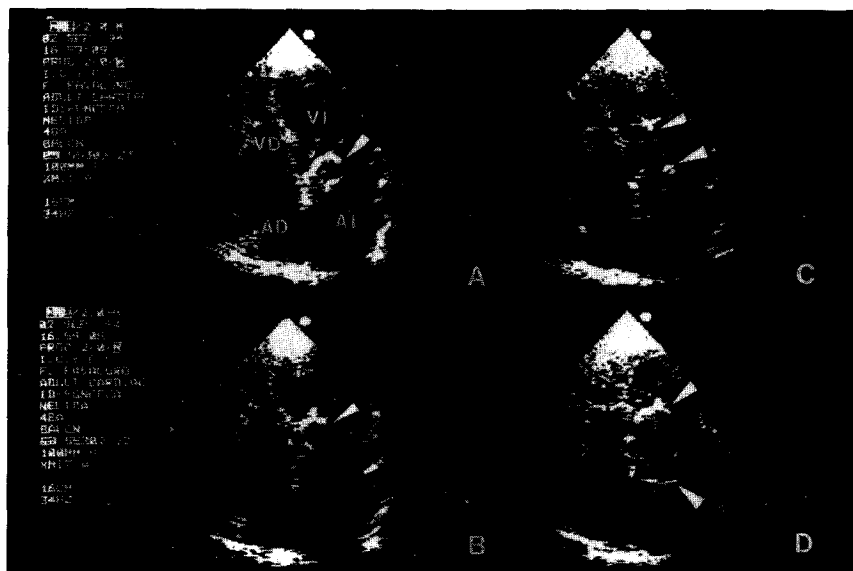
Ecocardiograma transtorácico registrado durante la valvuloplastia mitral con balón de Inoue (flechas). El balón, levemente inflado, se insinúa por detrás de la válvula mitral (A), y luego la atraviesa (B). Se lo observa luego desinflado dentro del ventrículo izquierdo (C), y por último inflado a nivel del orificio mitral (D). Abreviaturas similares a las de la figura 1.
